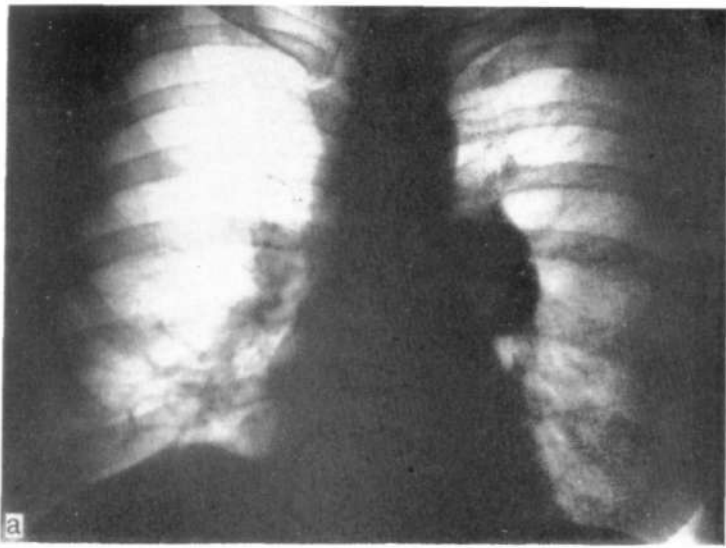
Неврогенная опухоль среднего отдела средостения, а — прямая рентгенограмма; б — боковая рентгенограмма.
